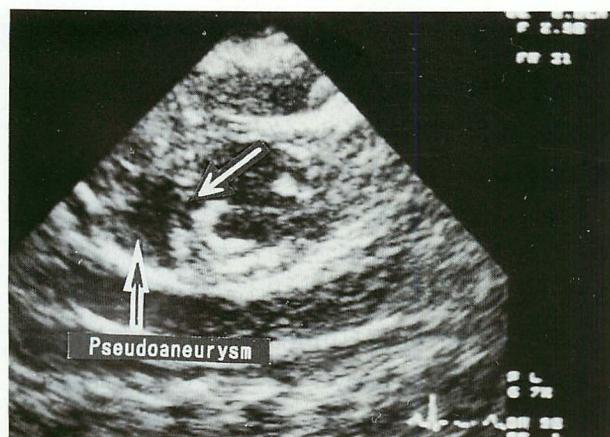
Two-dimensional echocardiogram, short-axis view, of the left ventricle showing a saccular chamber with a narrow-necked connection (white arrow) to the left ventricle
